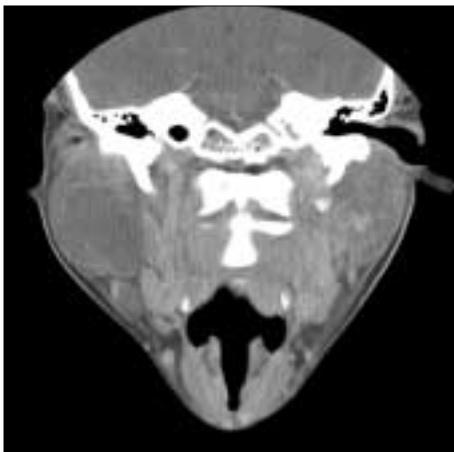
Coronal view of computed tomography
